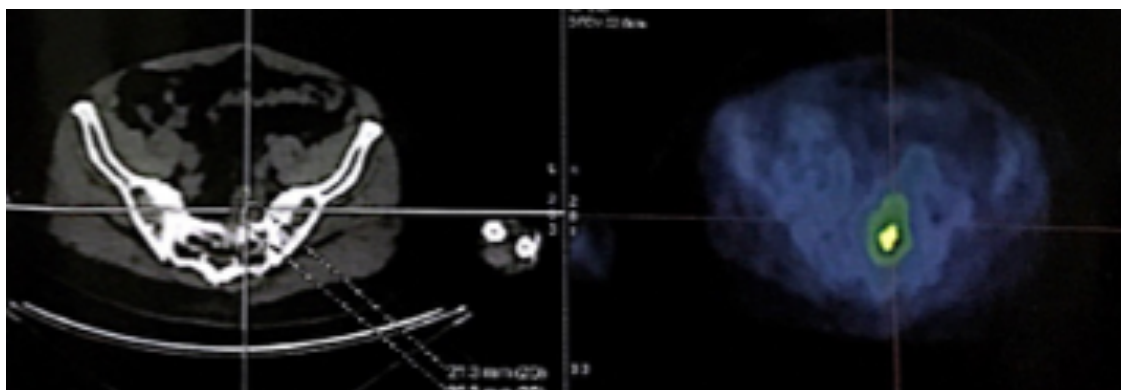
PET CT de 2017 evidenciando lesión lítica en sacro (S1-S2).
